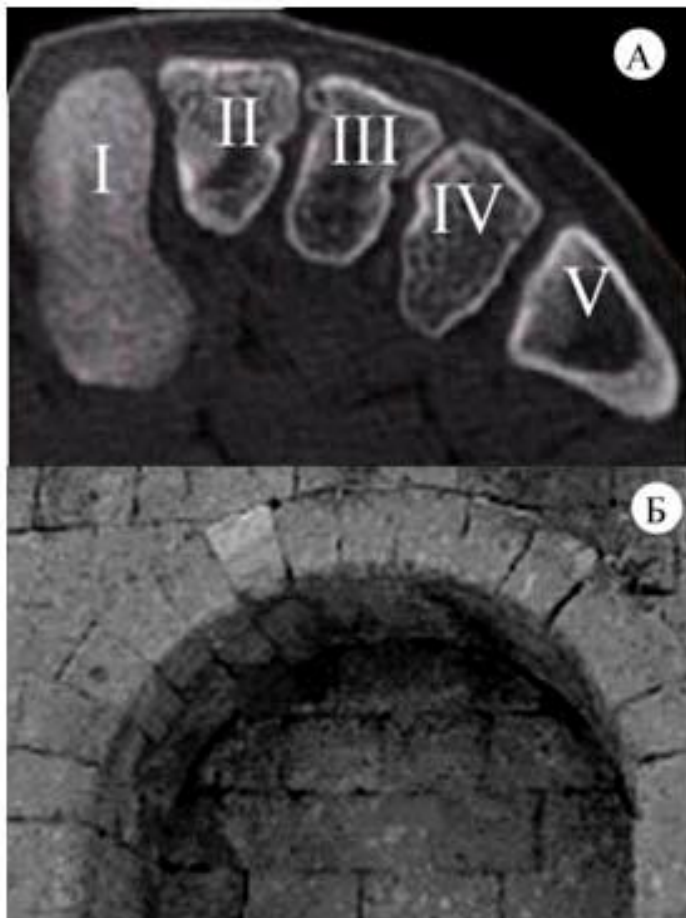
Строение поперечного свода стопы: А – томографический срез на уровне оснований плюсневых костей; Б – классическая Римская арка
